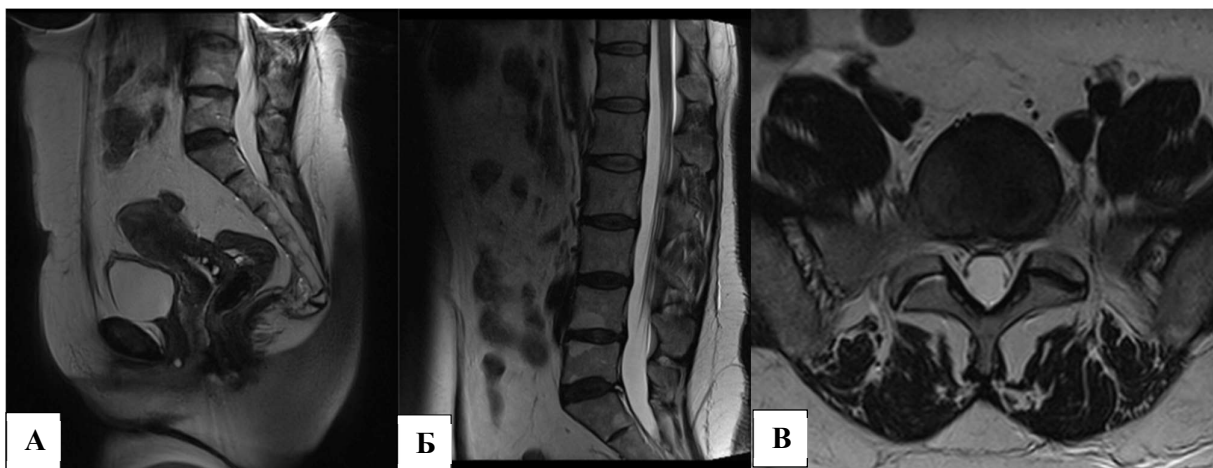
МР-томограммы, T2 ВИ. Дегенеративно-дистрофические изменения пояснично-крестцового отдела позвоночника. Протрузия L4-L5. А) сагиттальная плоскость, область малого таза; Б) прицельные T2 ВИ, сагиттальная плоскость; В) аксиальная плоскость.
